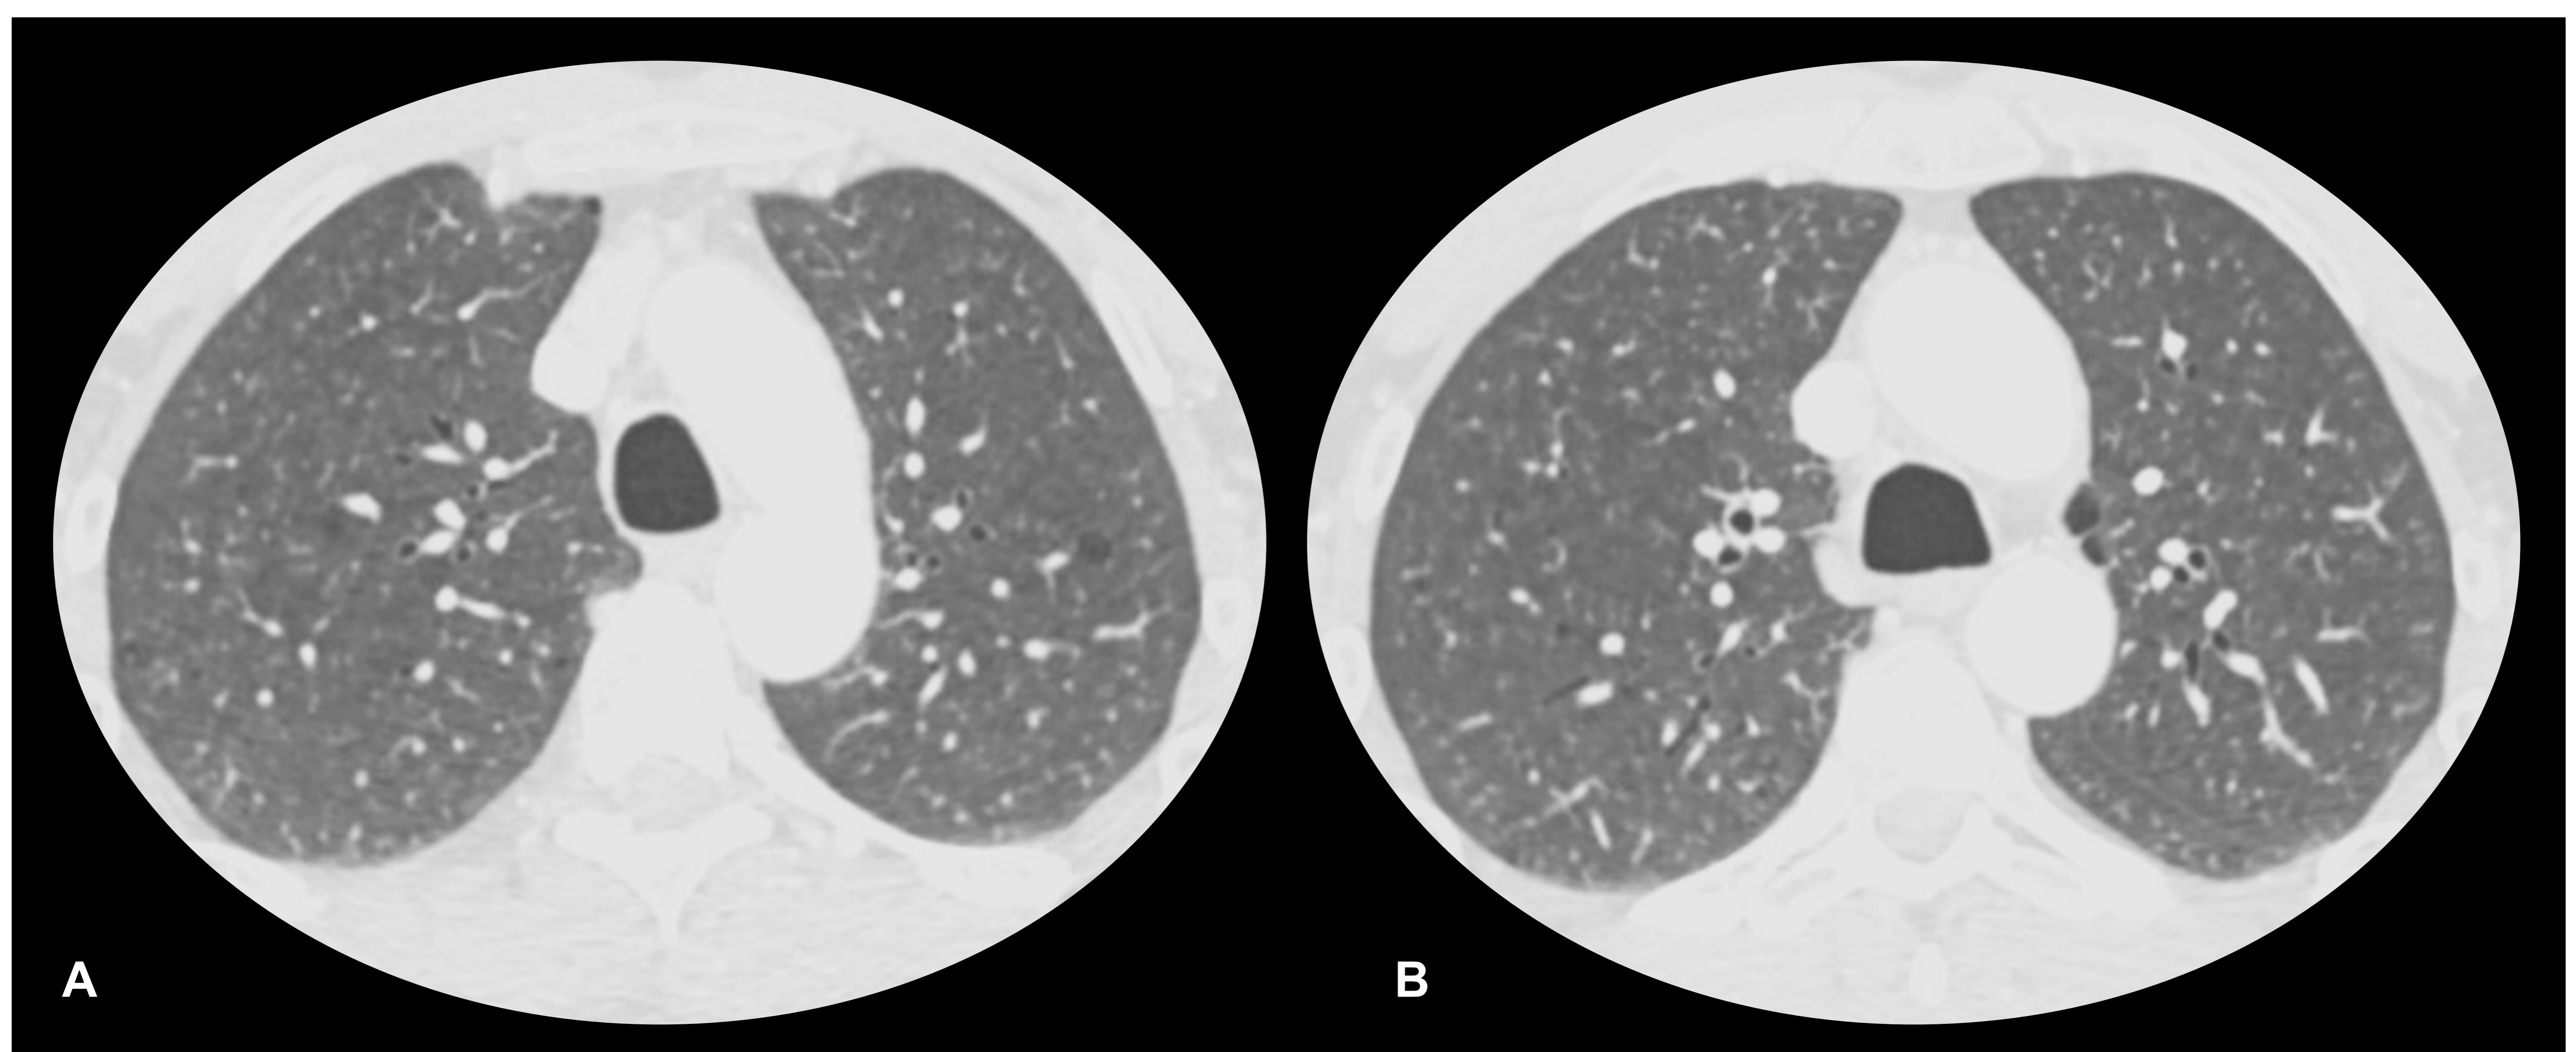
Mujer de 54 años, fumadora con tos productiva. TC torácico con contraste intravenoso y cortes axiales (A y B) con ventana de pulmón ajustada con mayor nivel y menor anchura de lo habitual. Tenues opacidades centrilobulillares micronodulares mal definidas en vidrio deslustrado con un predominio en campos superiores y medios, que son sugestivos de bronquiolitis respiratoria asociada al consumo de tabaco. Además, se observan signos de enfisema centrilobulillar y paraseptal.
